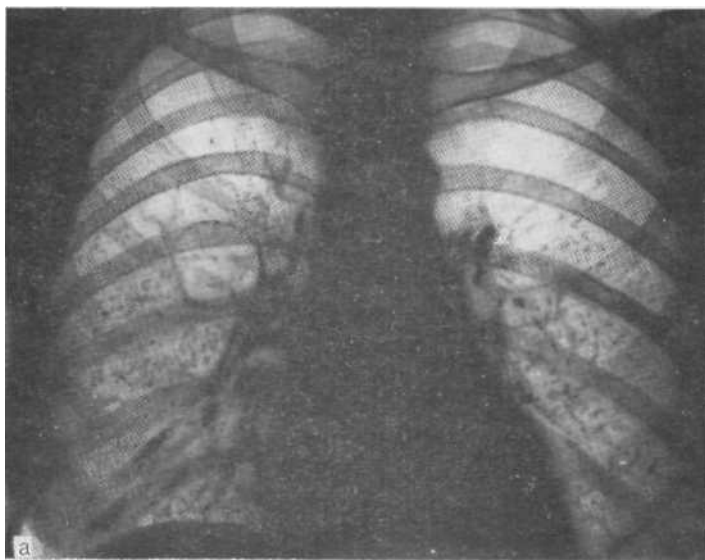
Обзорная рентгенограмма (а): двусторонняя мелкоочаговая диссеминация. Томограмма в боковой проекции (б): на фоне диссеминации — «штыпованная» каверна.
